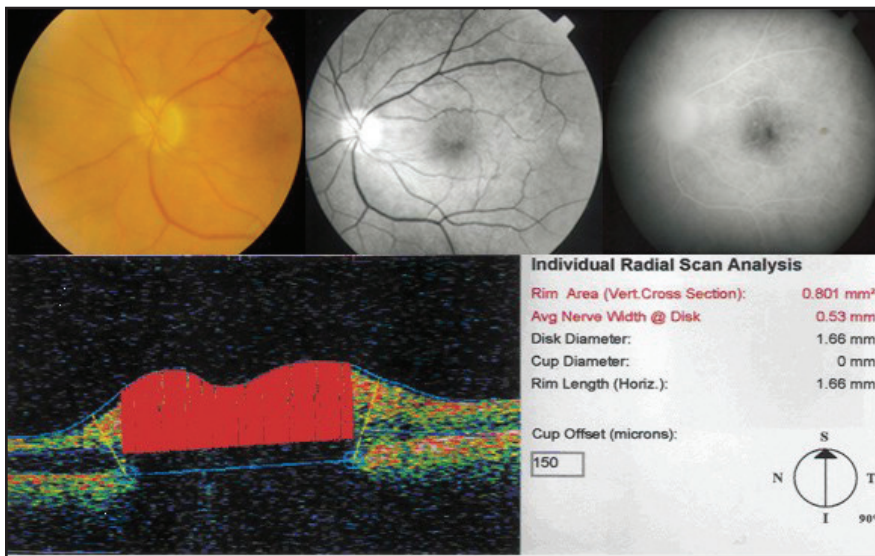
Acima, retinografia colorida (à esquerda), em luz anerytra (ao meio) e angiografia fluoresceínica (à direita) do olho esquerdo demonstrando resolução do edema de papila. Abaixo, tomografia de coerência óptica do mesmo olho, demonstrando a melhora 3 meses após o início do tratamento clínico
